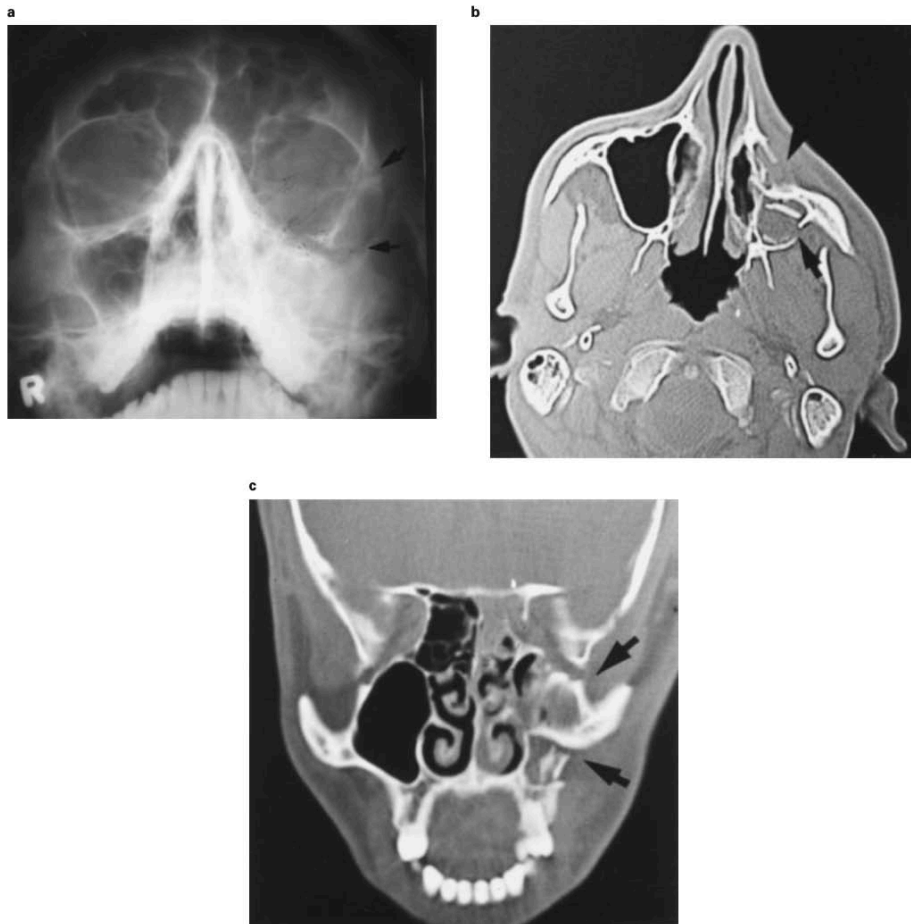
(a) Radiographie standard en incidence de Waters montrant Une fracture tripode du zygoma gauche (flèches). (b) TDM coupe axiale du même patient montrant une rotation médiale du corps du zygomatique (flèches). (c) TDM coupe coronale confirme la rotation du corps du zygomatique (flèches).
